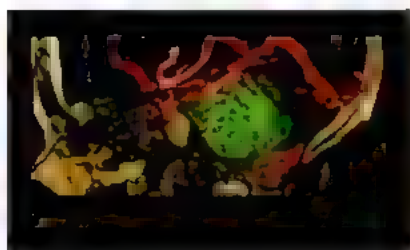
Патологическое артериосинусное соустье в заднетеменной области (трехмерная КТ-реконструкция)
